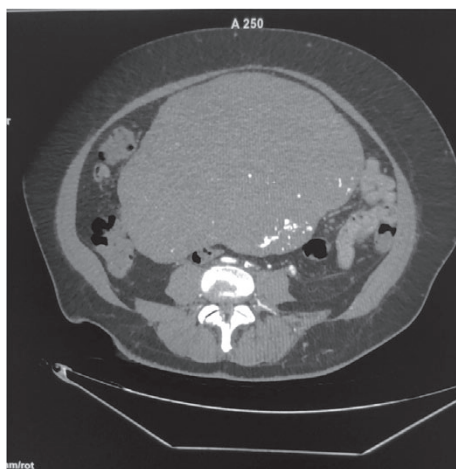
Комп'ютерна томографія органів черевної порожнини і малого таза з підтвердженням діагнозу вузлової лейоміоми матки гігантських розмірів
